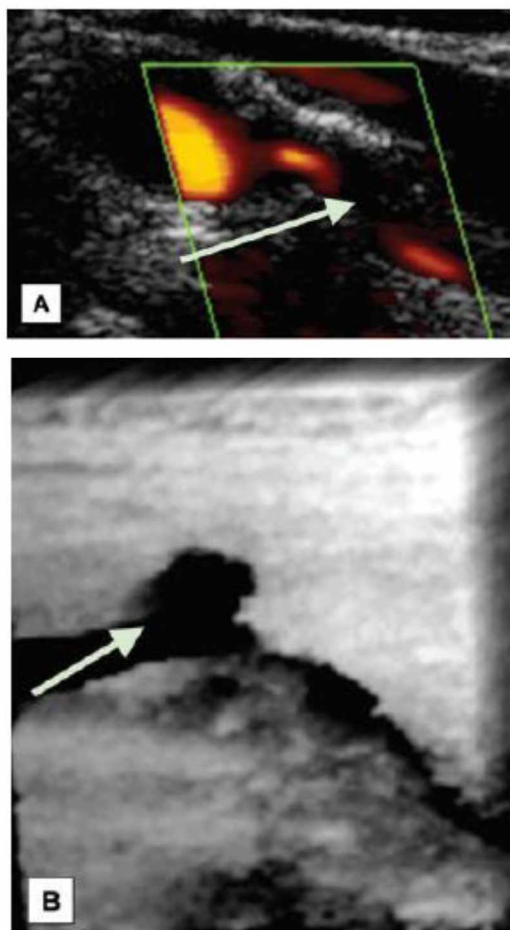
Εξελκωμένη καρωτιδική πλάκα: (α) B-mode υπερηχογράφημα, (β) Έγχρωμο Doppler υπερηχογράφημα (Από: Rafailidis V, et al., *Imaging of the ulcerated carotid atherosclerotic plaque: a review of the literature. Insights Imaging*, 2017;8:213-225, βάσει της άδειας CCBY4.0, <https://link.springer.com/article/10.1007%2Fs13244-017-0543-8>).
